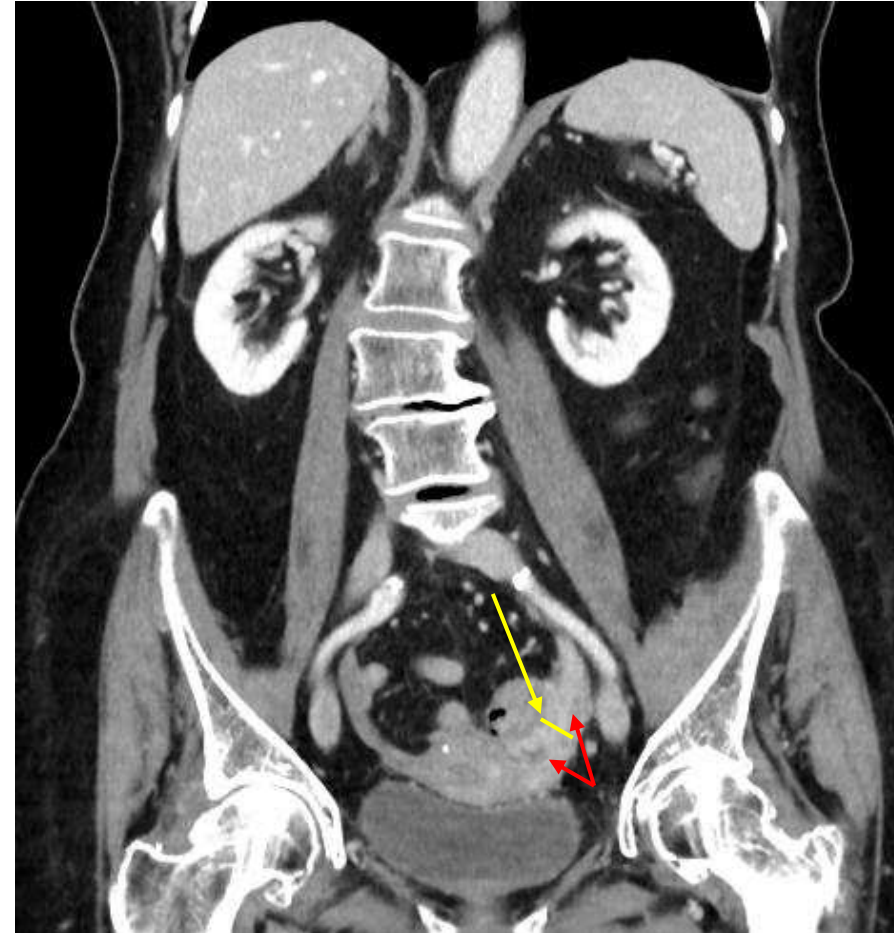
TC abdominal con CIV en fase portal en plano coronal. Trompa de Falopio izquierda engrosada e hiperémica (flecha amarilla) y presencia de líquido tubárico (flechas rojas).
